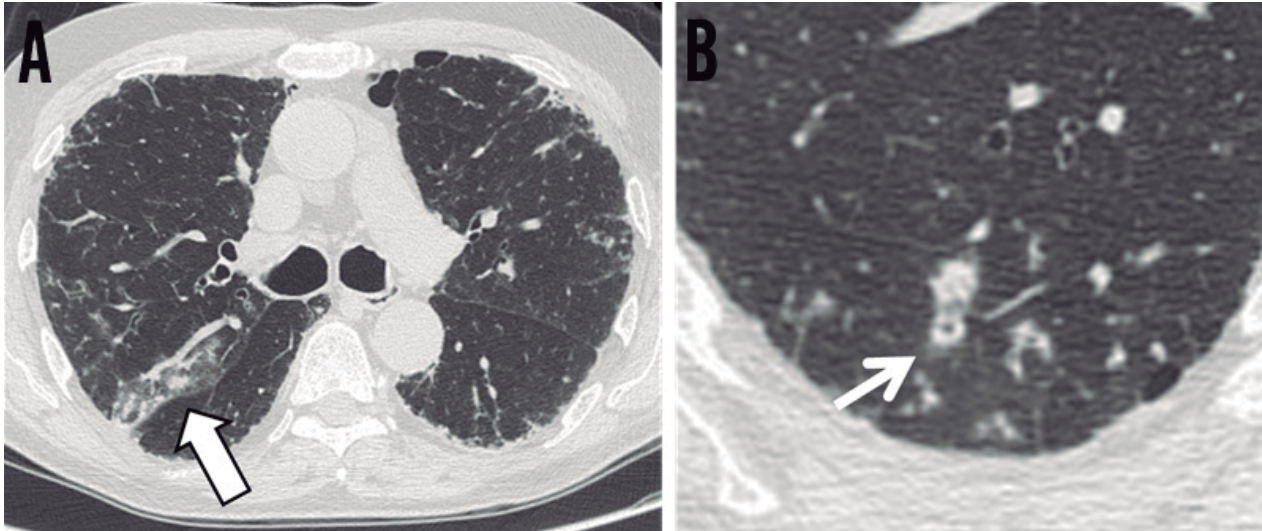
Paciente com granulomatose de Wegener. A tomografia computadorizada apresenta pequenos nódulos no segmento posterior do lobo superior circundados por atenuação em vidro fosco (seta) e discreta fibrose periférica (A). Alguns nódulos apresentam discreta escavação no interior (B).
